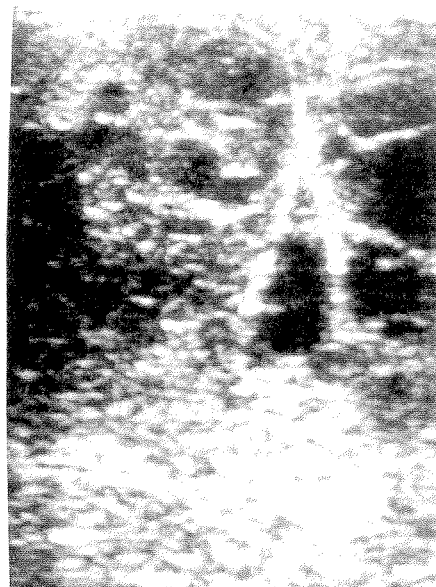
Ecografia torácica confirmando a presença de traves de fibrina e multisseptação do empiema
